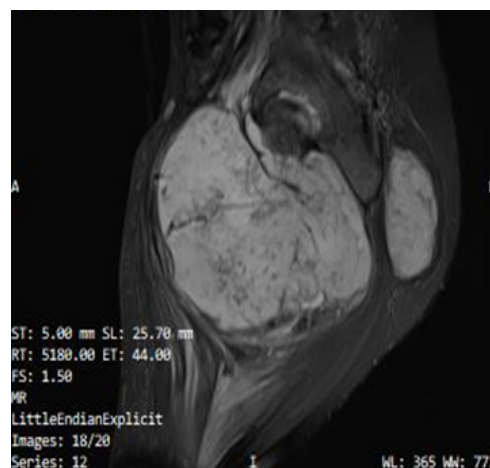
RMN corte sagital en secuencia T2
